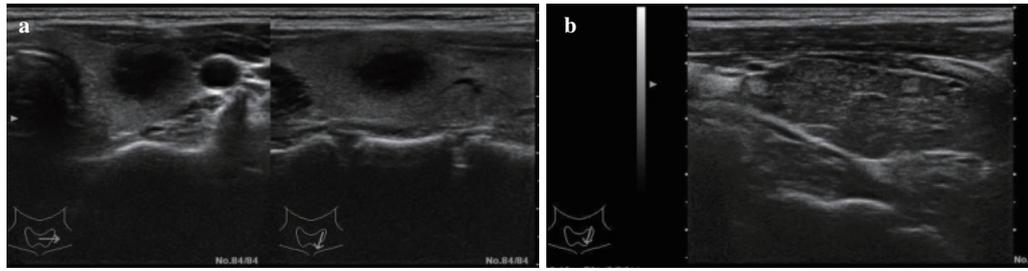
a：左葉甲状腺に低エコー領域を認める．穿刺吸引細胞診を行なったが，悪性細胞は採取されずリンパ球が多く認められた．b：高エコーの結節が認められ再生結節と考えられる．
